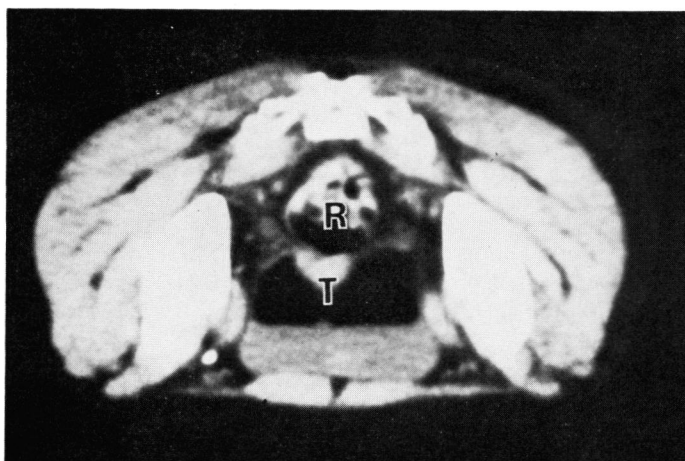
Case 14. Prone CT scan shows sessile tumor on posterior wall of bladder. The tumor looks like involving rectum, indicating stage D, but this finding results from over-extended bladder. (T : tumor, R : rectum)
